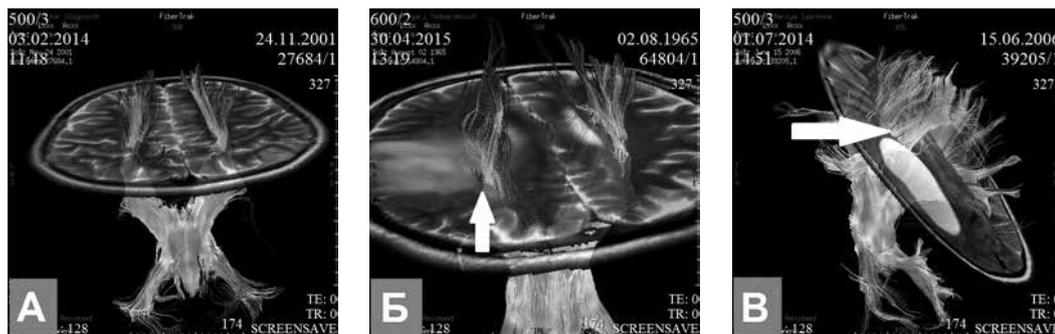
Диффузионно-тензорная трактография в норме (А), при инфильтративном росте (Б) и экспансивном росте мозговой опухоли (В)
